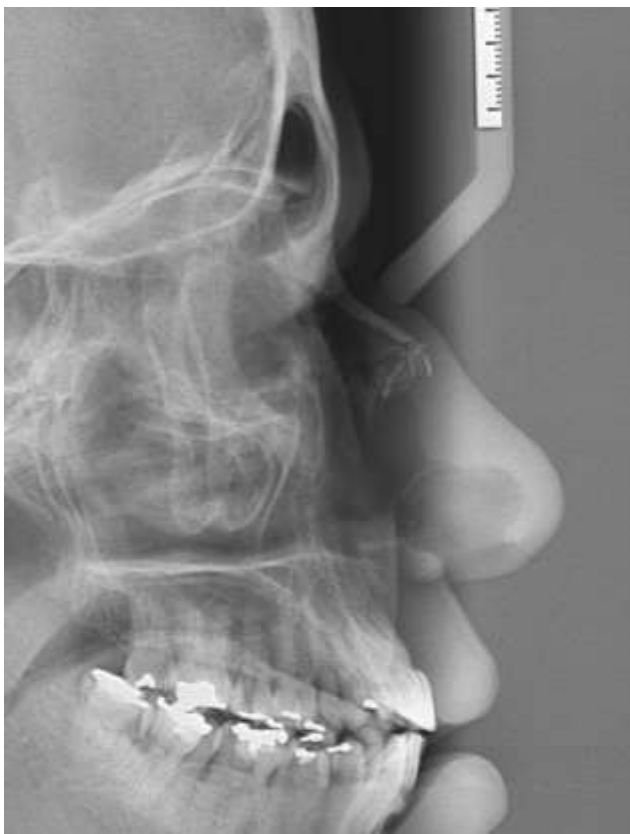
Radiografia teleperfil evidenciando fratura dos ossos nasais.
